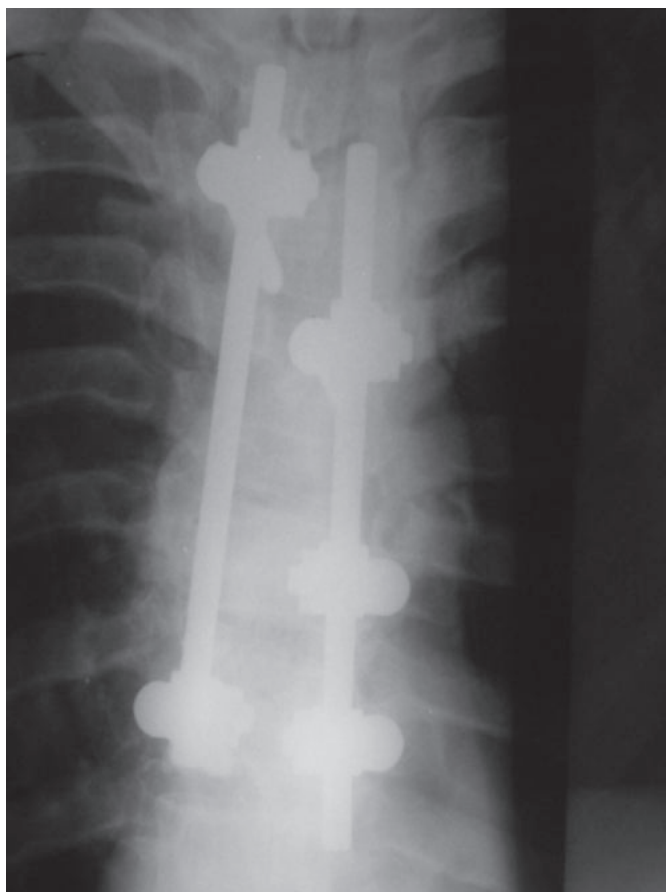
Контрольная рентгенограмма грудного отдела позвоночника в прямой проекции. Стояние металлоконструкции удовлетворительное. Деформация позвоночного столба отсутствует.
